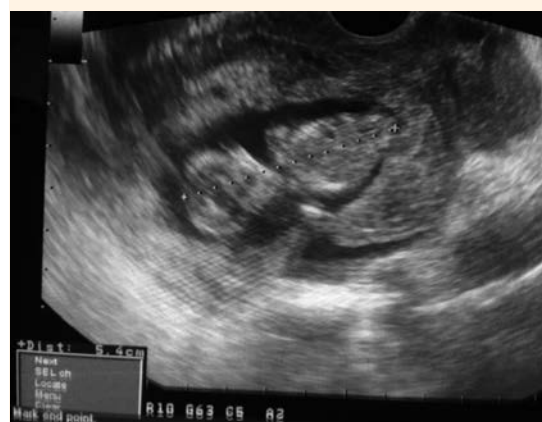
Ecografía transvaginal con embrión de 12 + 4 semanas de edad gestacional.
